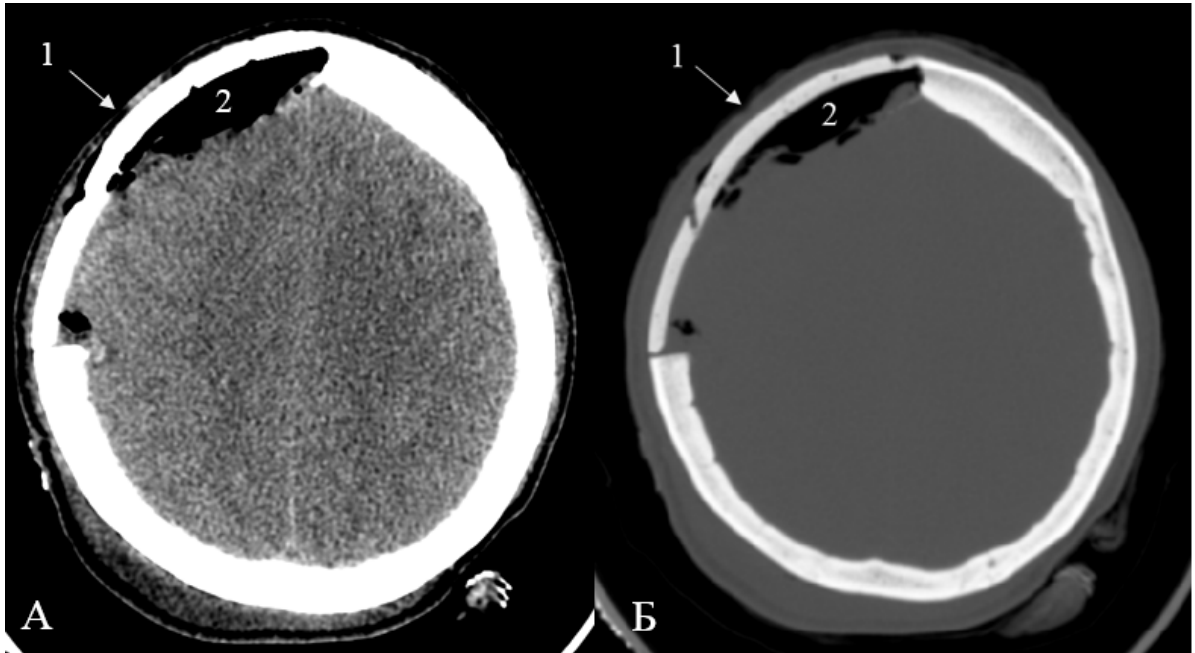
После операции. А (СКТ головного мозга аксиальный срез,); Б (СКТ головного мозга, аксиальный срез, костный режим): 1 – имплант из полиметилметакрилата; 2 - скопление воздуха под закрытым костным дефектом
